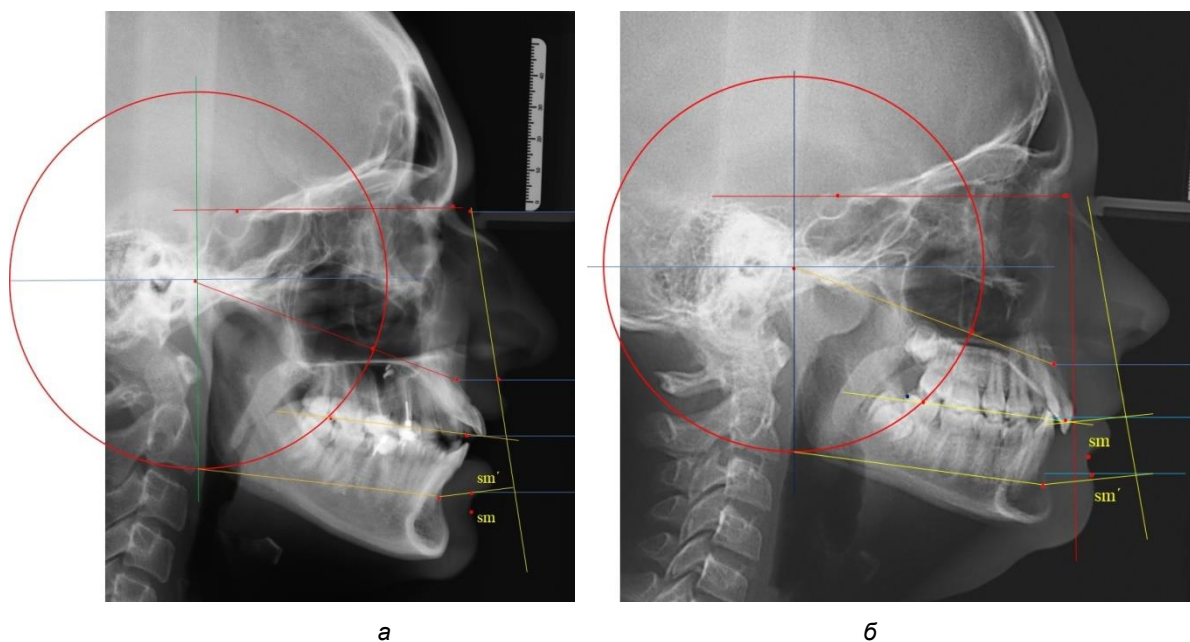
Результаты анализа телерентгенограмм при вертикальной резцовой дизокклюзии (а) и глубокой резцовой дизокклюзии (б)
